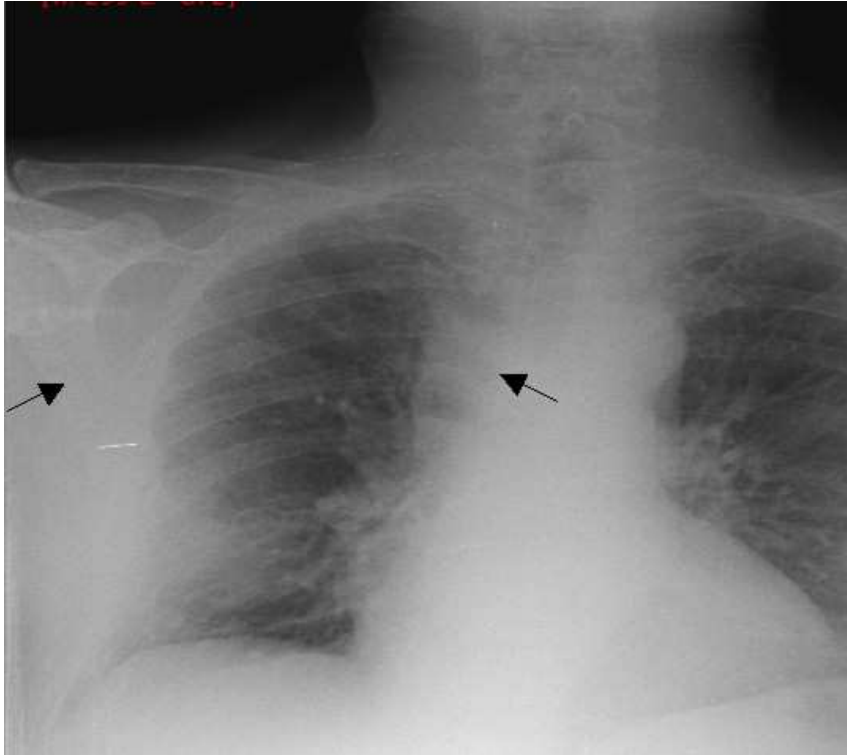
Radiografía de Tórax: Masas extrapleurales bilaterales. Sin infiltrados patológicos.
